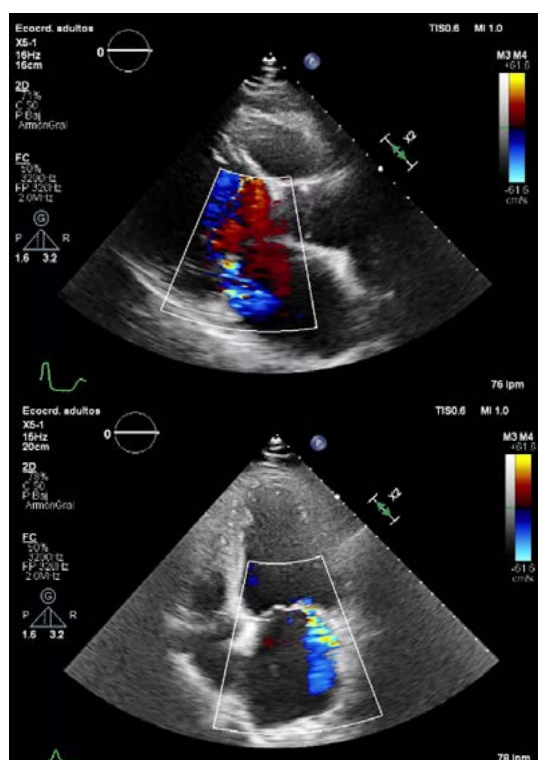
Ecocardiograma transtorácico: plano paraesternal eje largo y apical 4C. VI dilatado con FEVI moderadamente deprimida. IM severa funcional.
